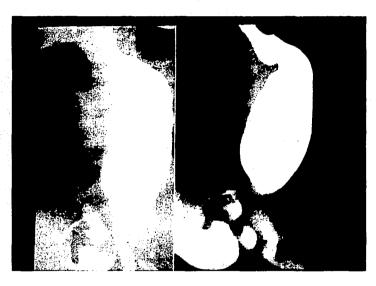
CINERRADIOGRAFIA
